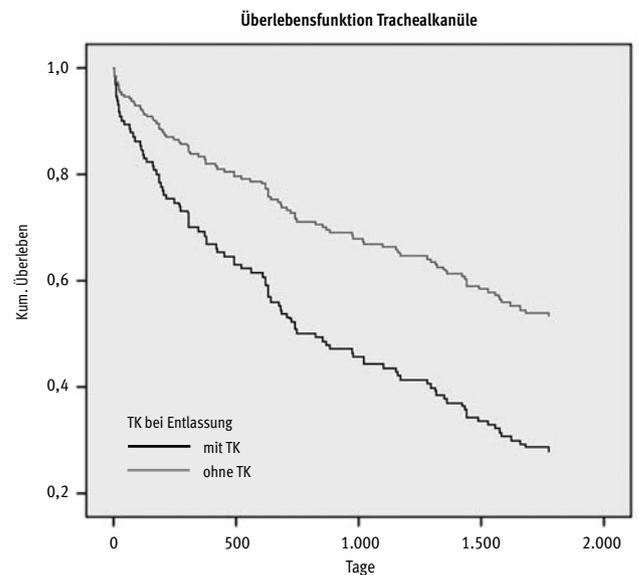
Mortalität mit TK
